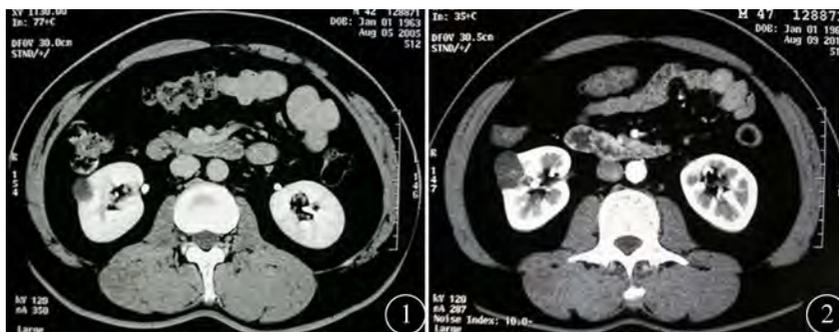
2005年患者CT提示右肾单纯囊肿,大小约2.1 cm,增强后无强化 图2 2010年患者CT提示右肾复杂性囊肿,囊肿较前增大,其内可见增强的分隔和结节
